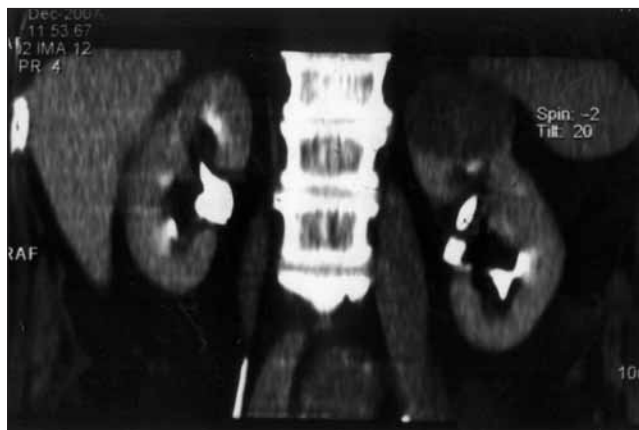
МРТ с контрастным усилением. Опухоль размером 7 см верхнего сегмента левой почки в капсуле. Операция — энуклеорезекция
